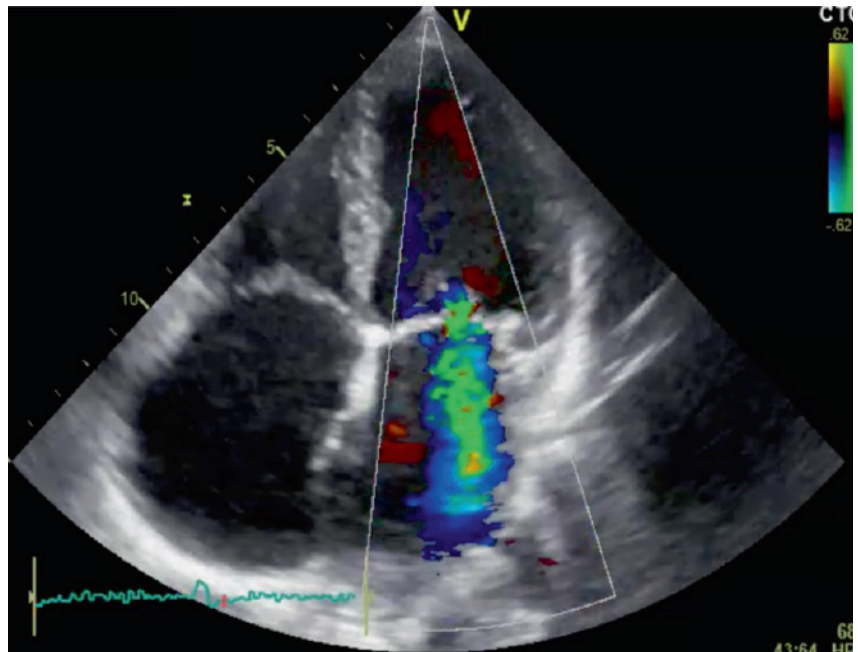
Typisches echokardiographisches Bild einer Patientin mit symptomatischer HFpEF. Die Darstellung zeigt einen normal großen linken Ventrikel mit leichtgradiger Hypertrophie und deutlicher biatrialer Vergrößerung in Kombination mit einer bedeutsamen Mitralklappeninsuffizienz in der farbkodierten Dopplersonografie.
